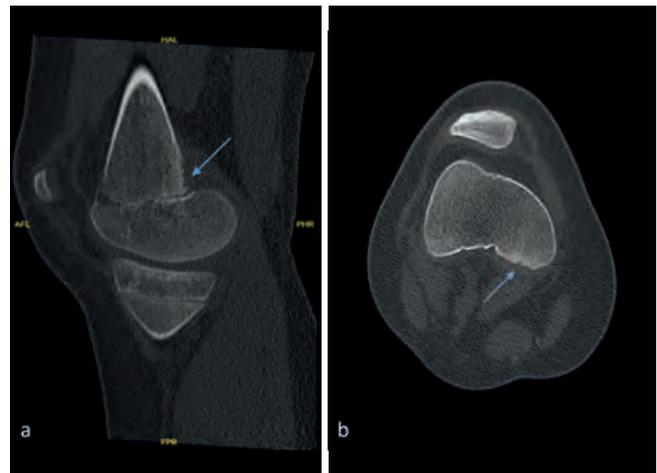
Native CT-Diagnostik in sagittaler (a) und axialer (b) Schnittführung eines rechten Kniegelenkes einer anderen vierzehnjährigen Patientin mit Nachweis einer DFCI am posteromedialen Femurkondylus. Röntgenstrahlendurchlässige kortikale Unregelmäßigkeit, sowie das Fehlen einer äußeren Begrenzung in typischer Lokalisation (blaue Pfeile). CT= Computertomografie. DFCI= Distal Femoral Cortical Irregularity
